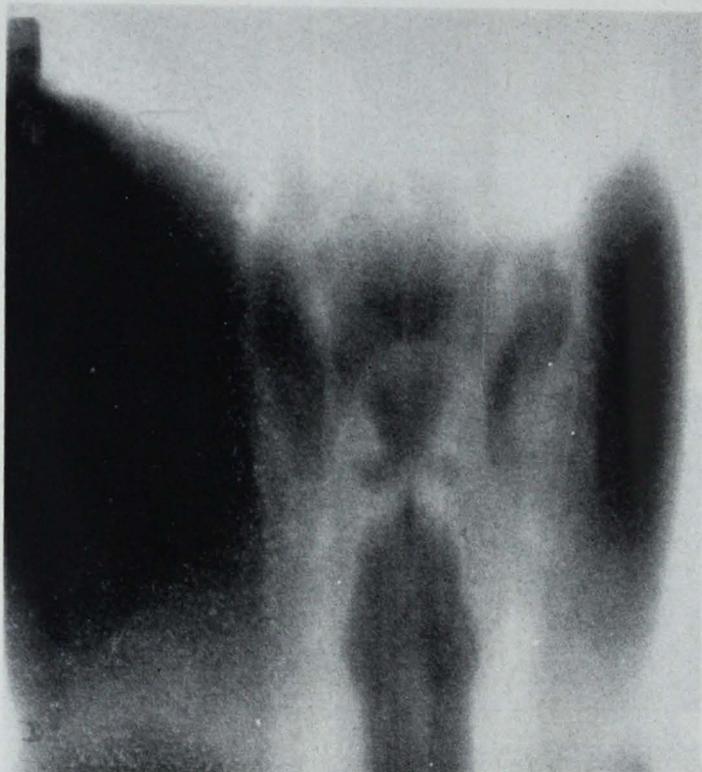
Tomografía A.P. Engrosamiento de cuerda izquierda por neoplasia glótica.
